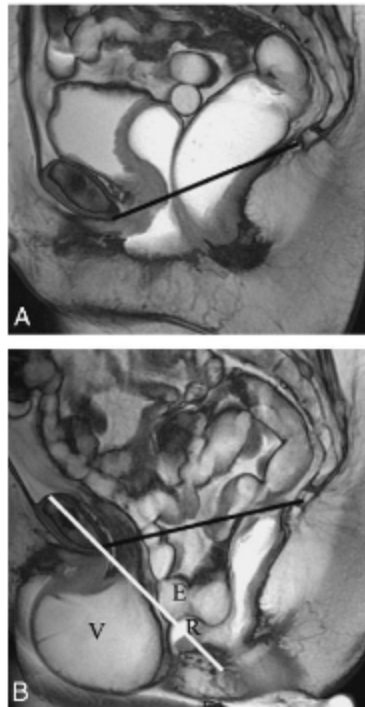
Défécographie IRM au repos (A), puis après défécation (B). Noter l'évolution de la position de la vessie (V), du rectum (R) et des anses grêles (E).
